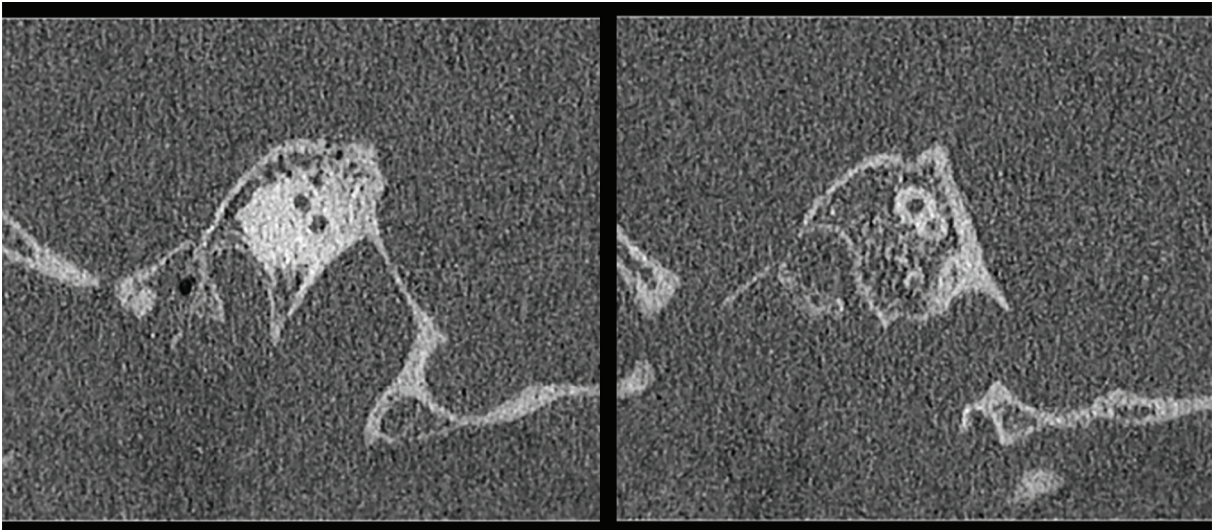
The CT result scan of the right temporal bone in frontal section – IAC canal for the vestibulocochlear nerve
